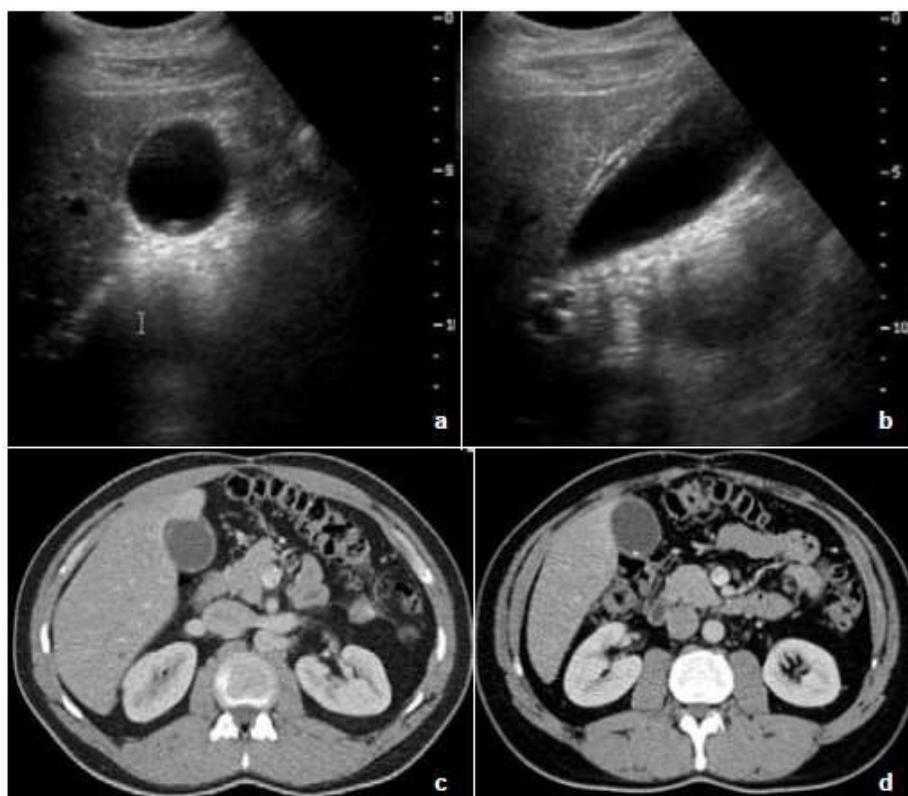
Correlación de imágenes de ultrasonido (a y b), transversal y longitudinal, y de tomografía computarizada (c y d) en fase venosa que demuestra lito vesicular, engrosamiento de la pared vesicular y líquido perivesicular, lo que condiciona la sospecha diagnóstica de *colecistitis aguda litiásica*. Fuente: (Motta Ramírez & Rodríguez Treviño, 2010)
